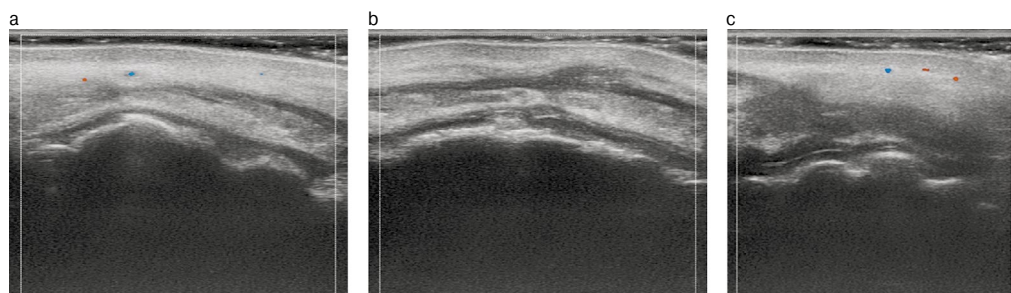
УЗИ контрольного приема: а – кожная часть верхней губы; б – проекция колонн фильтрума; с – слизистая верхней губы.
